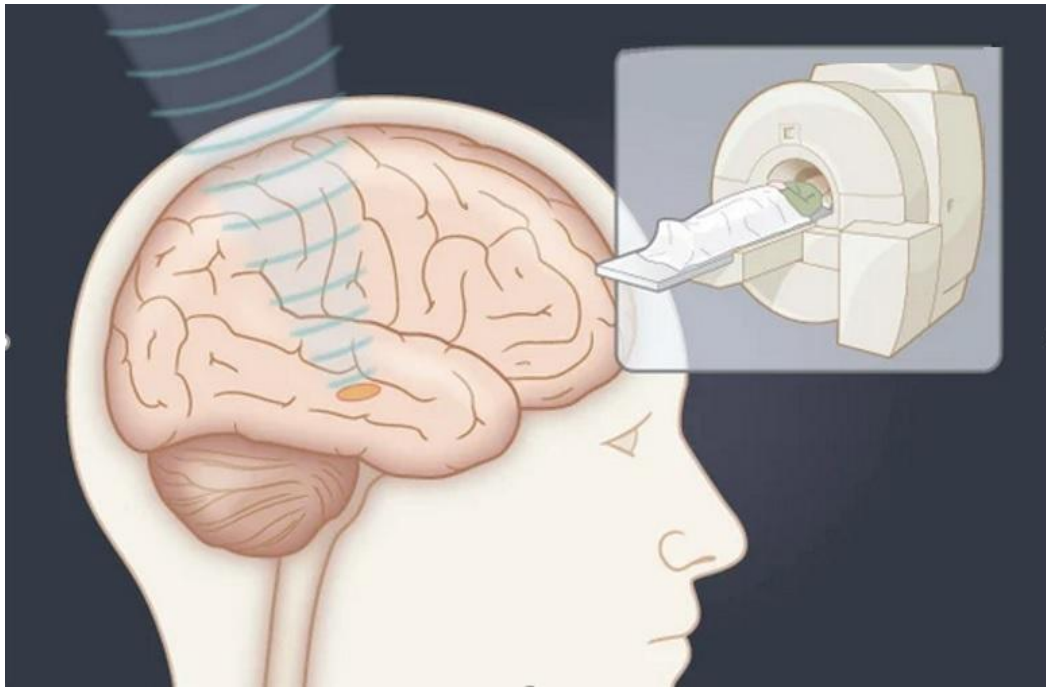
Les ultrasons focalisés
